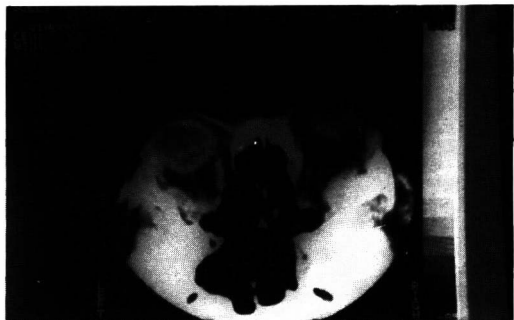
Tomografia computadorizada mostrando presença de nódulos juntos a parede lateral da órbita.
